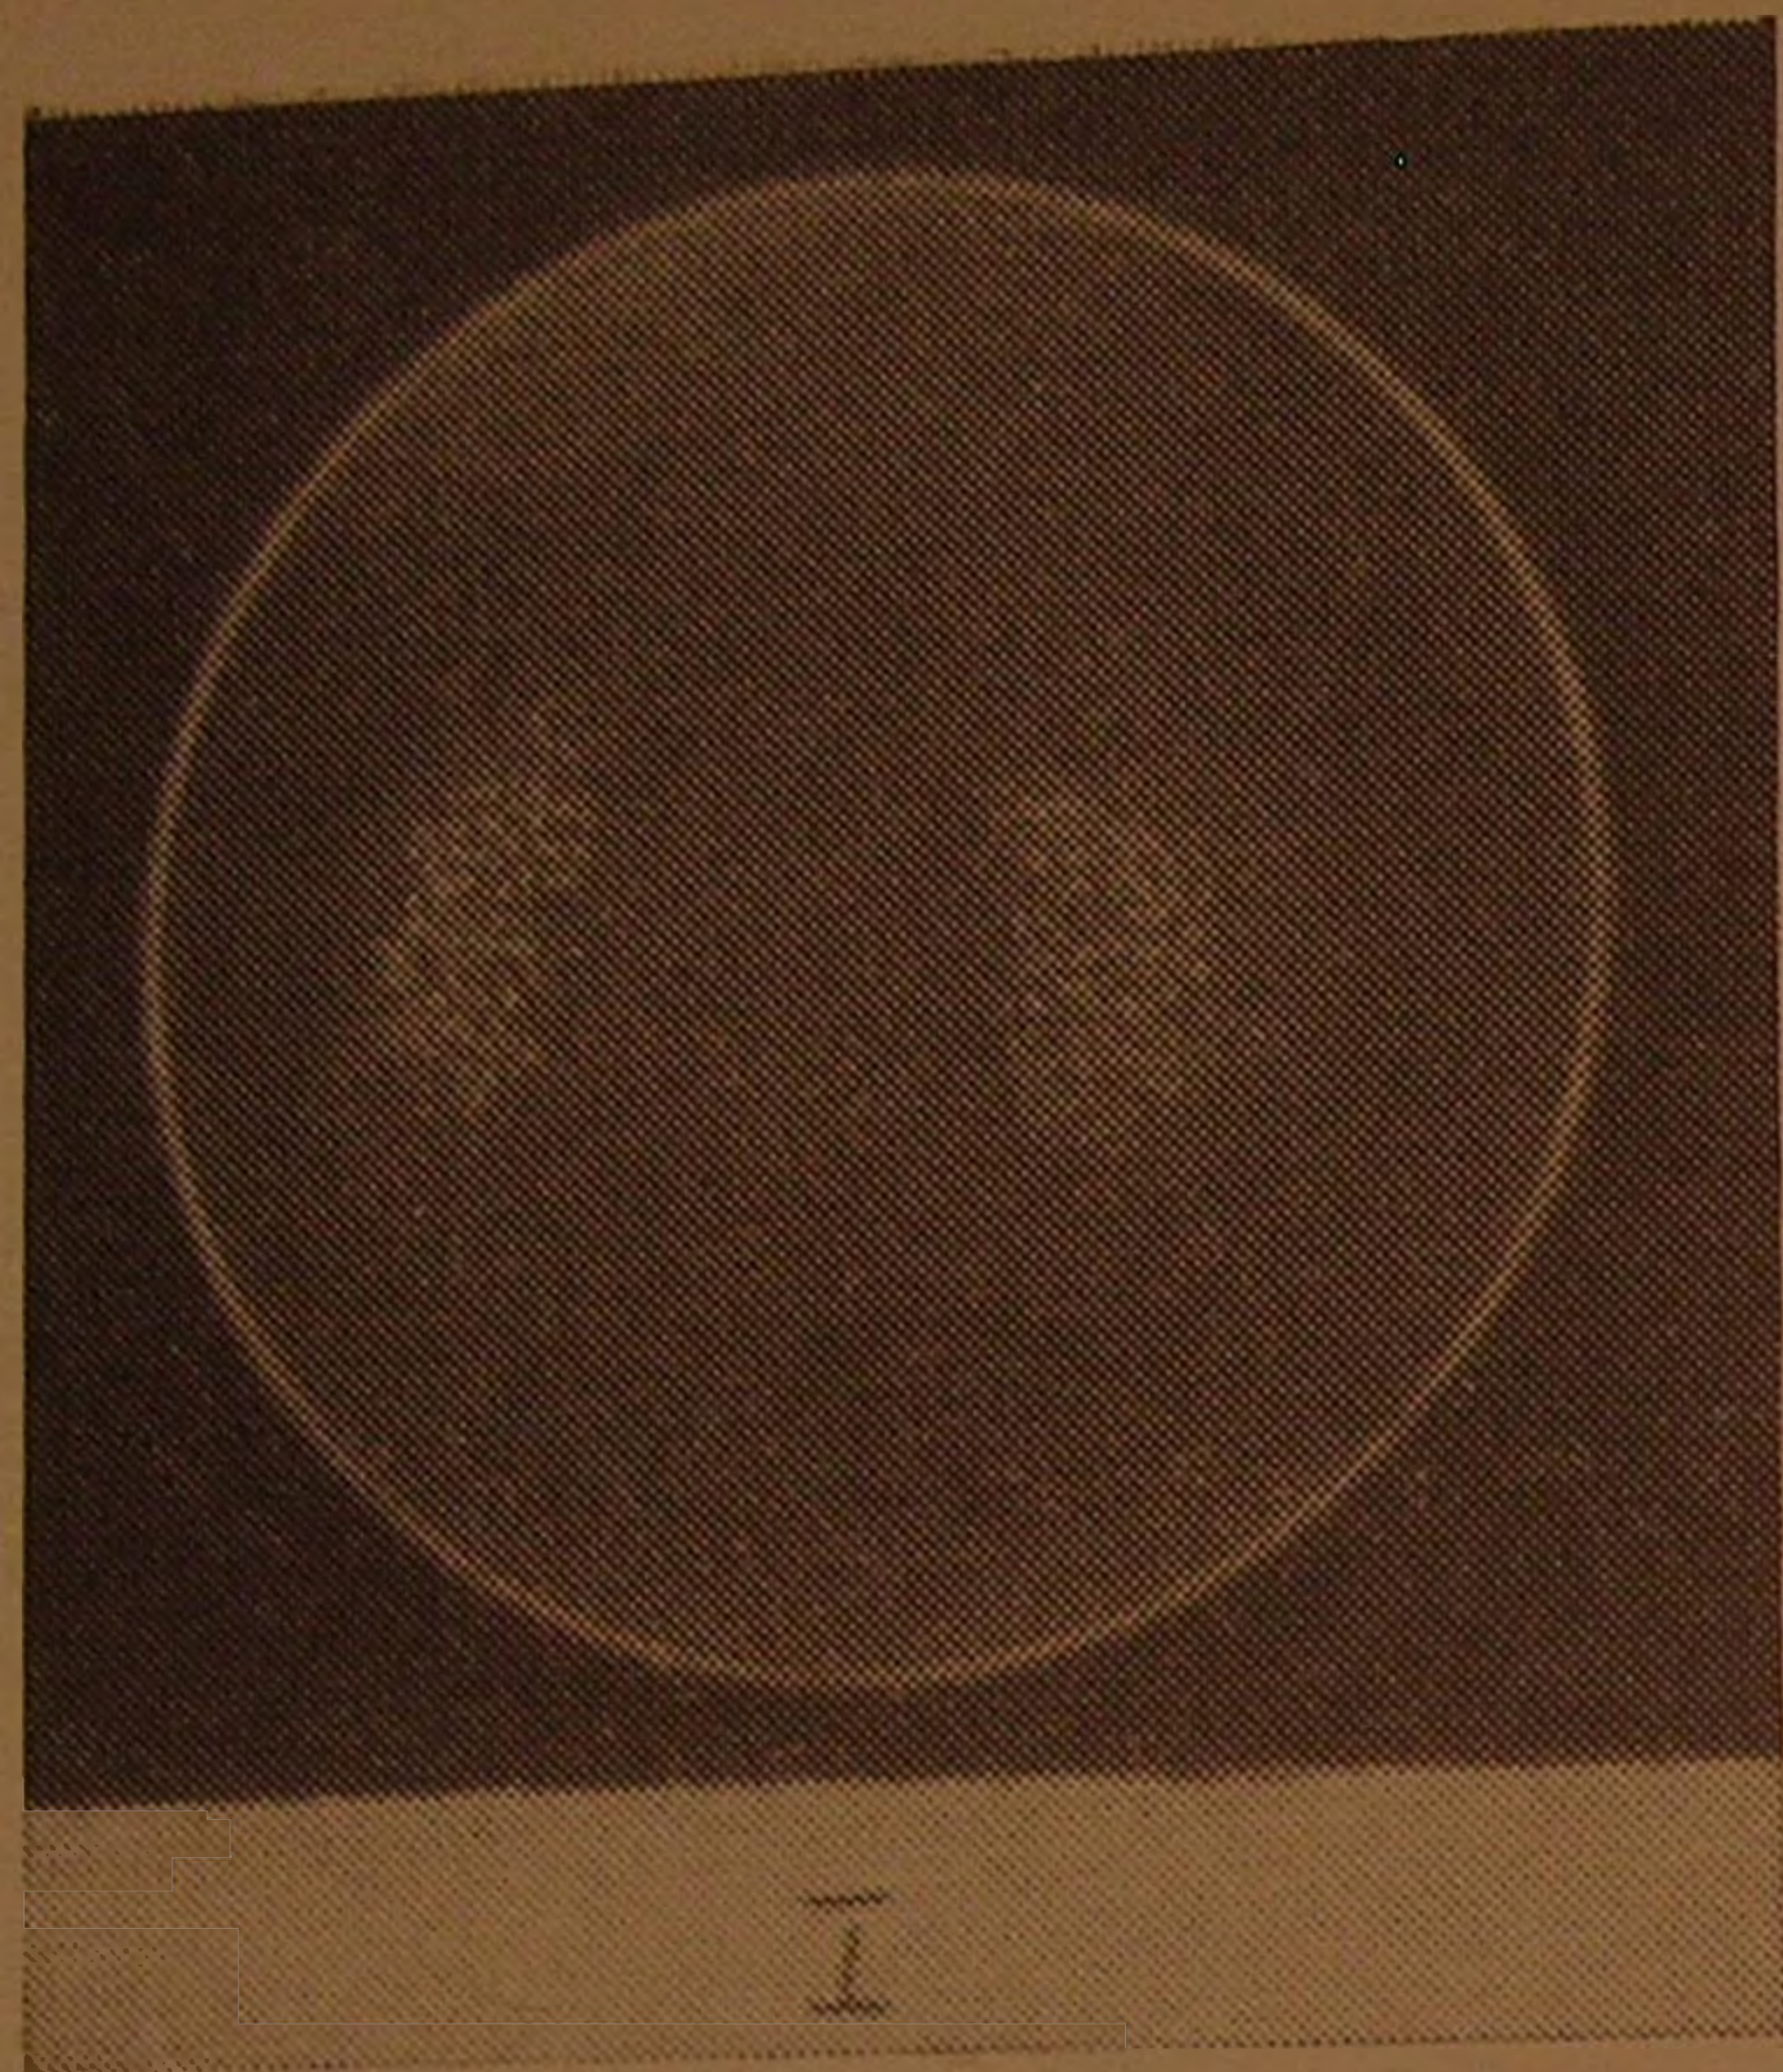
Динамическая сцинтиграфия почек. Задержка в оттоке индикатора из правой почки в результате частичного препятствия в мочеточнике (исследования сделаны
